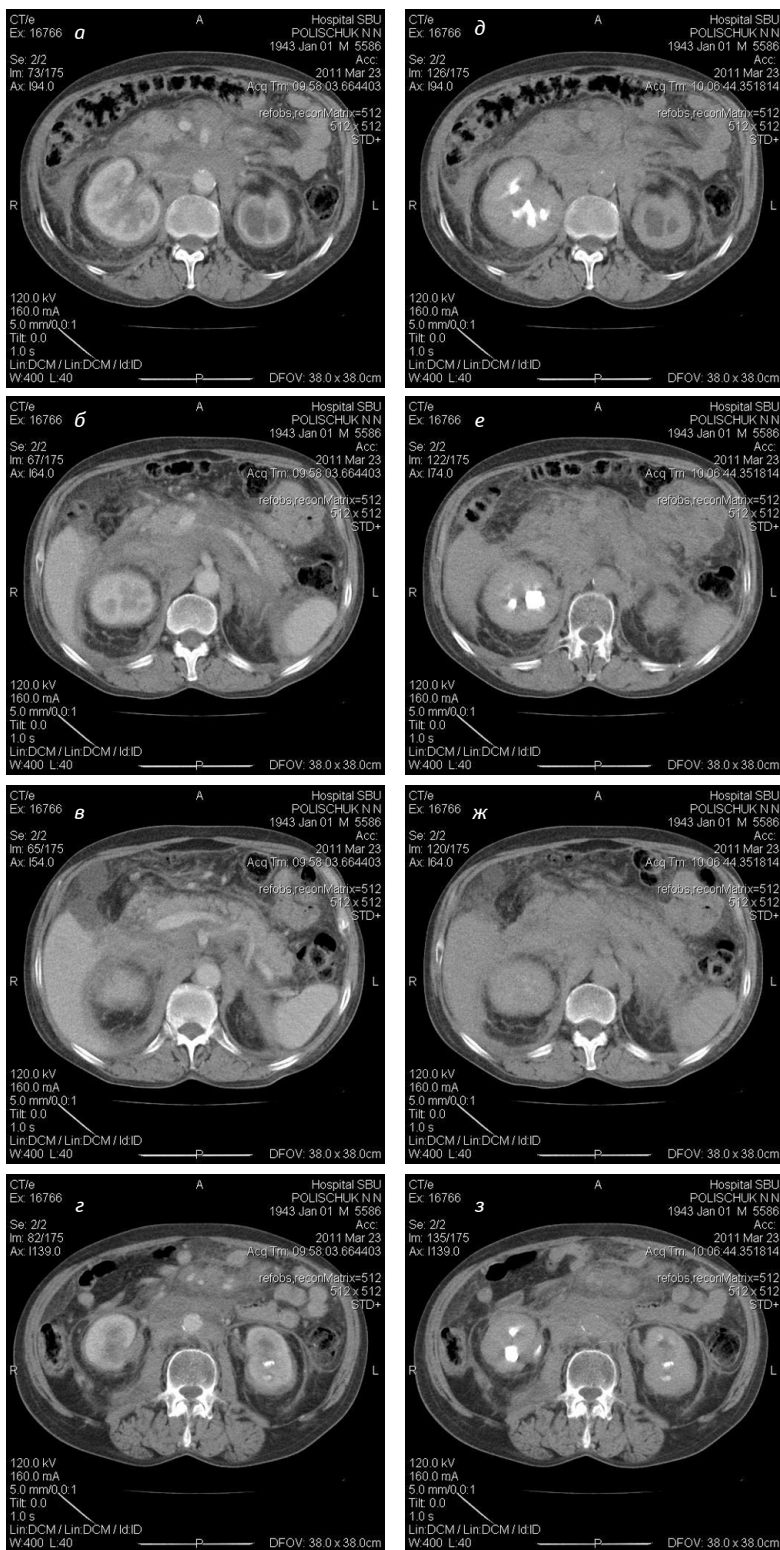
КТ органов брюшной полости больного П. с внутривенным контрастированием. Инфильтрация клетчатки переднего параренального и периренального пространств с вовлечением в процесс магистральных сосудов. «Мутная» брыжейка. Гидронефротическая трансформация обеих почек. Конкременты левой почки. Утолщение фасции Герота (а-г — паренхиматозная стадия, д-з — экскреторная фаза)
